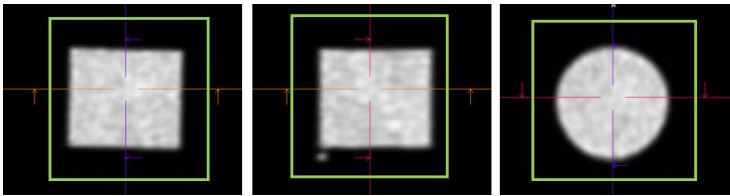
VOI cúbico que engloba el maniquí cilíndrico, utilizado para determinar la cuentas totales registradas en la imagen SPECT.
